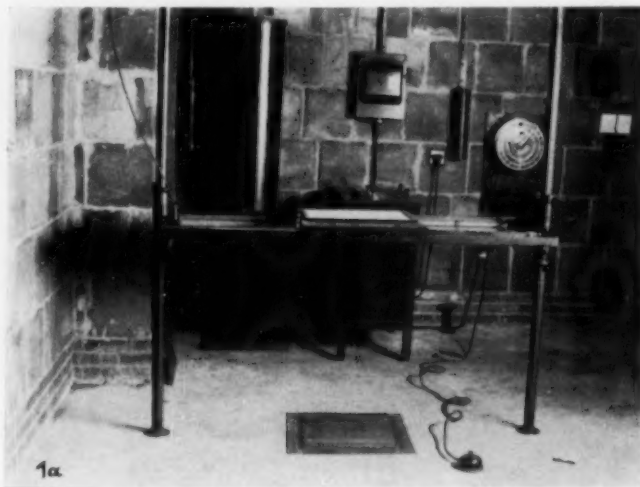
Experimentelle Apparatur für Durchleuchtung und stereoskopische Röntgenogramme mit dem Versuchsobjekt im Bett.
